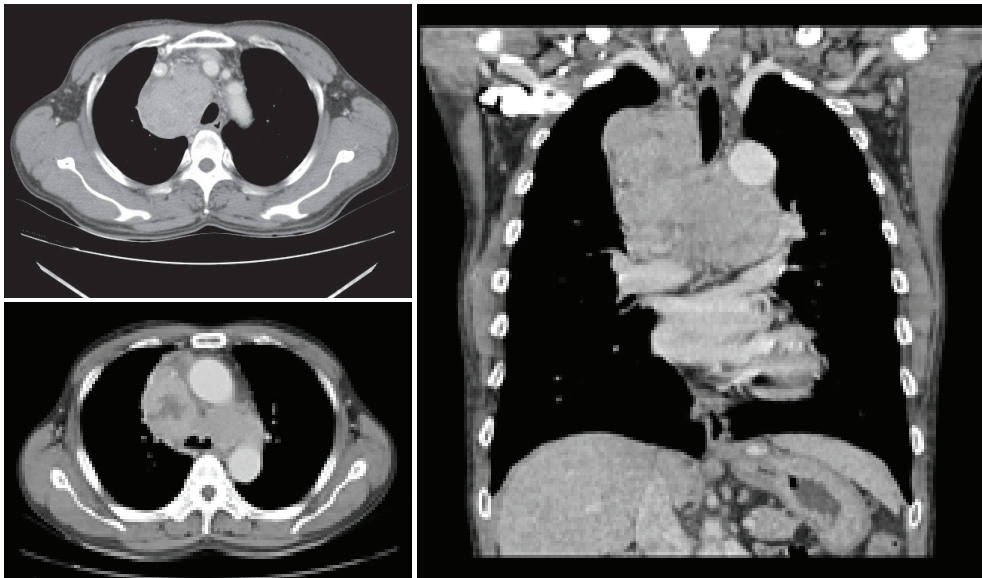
Computer tomography of chest showed multiple enhancing soft tissue mass along right paratrachea, subcarina, subaortic, left hilar region, size up to 5.5 * 4.4 cm, causing mass effect to compress and leftward shifting of the lower trachea. Soft tissue bulging into the trachea anterior to the carina. Abnormal filling defect in enhancement in Superior vena cava (SVC) and left brachiocephalic vein. These finding could be superior vena cava obstruction (SVCO) suspected from tumor thrombosis.
